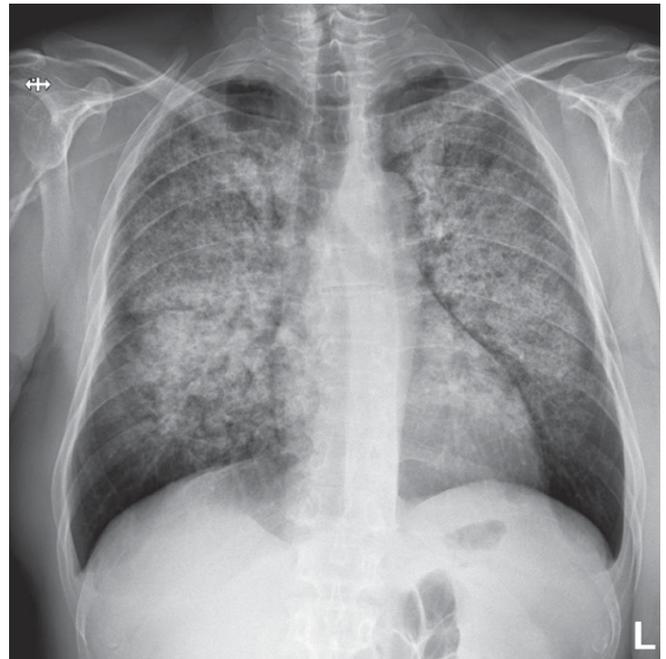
Radiografia do tórax postero-anterior, na qual se destaca um infiltrado difuso bilateral retículo-endotelial que poupa as bases, com seios costo-frênicos livres.
